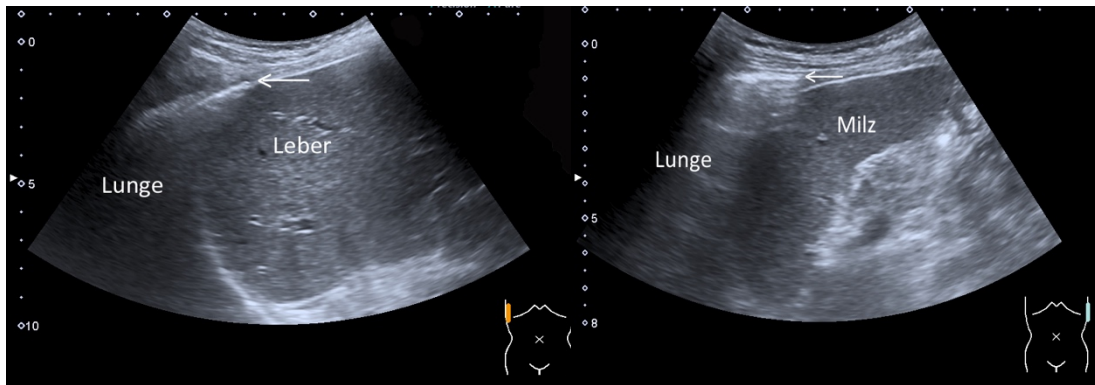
+ 11: Sonographischer Befund bei Abwesenheit eines Pleuraergusses im laterodorsalen Interkostalraumschnitt dexter und sinister. → Darstellung der Pleura visceralis als echoreiches Band.
